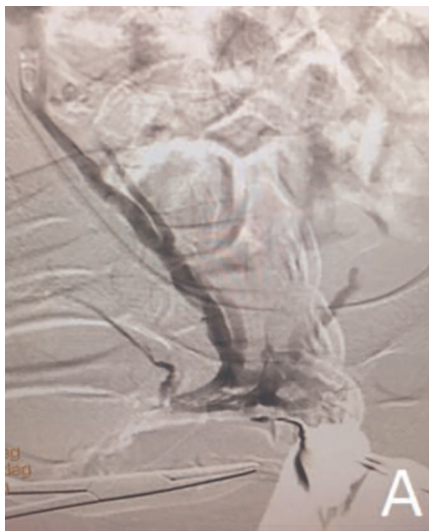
Рентгенэндоваскулярная эмболизация ГДВ
